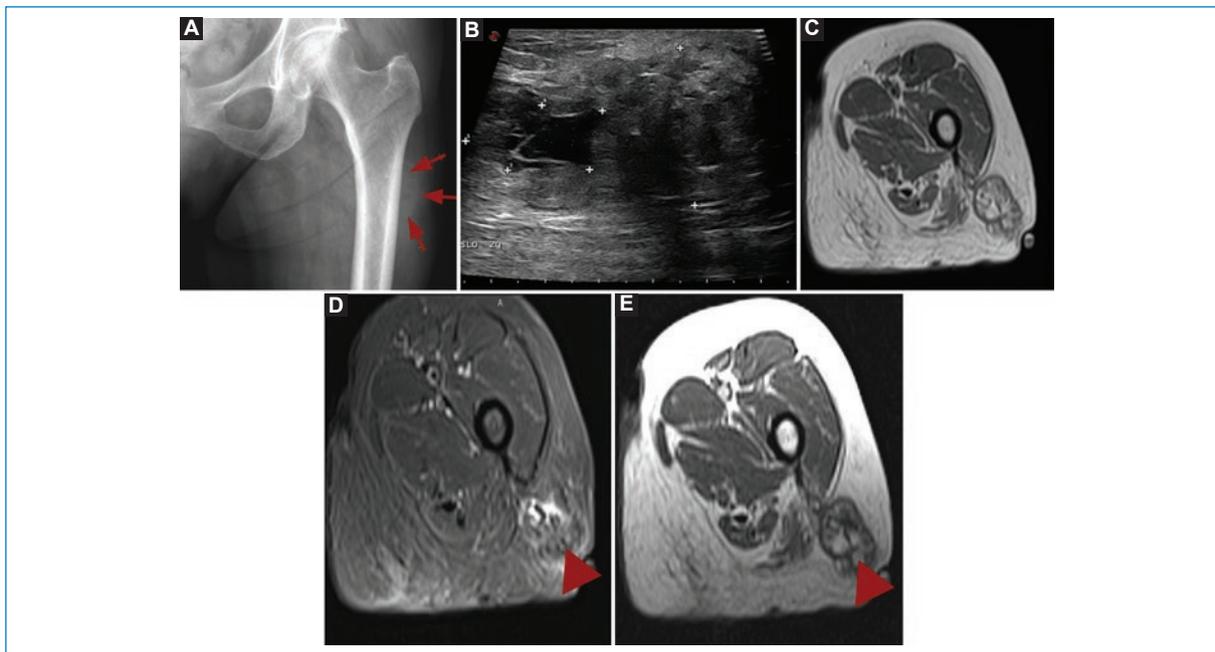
Mujer de 73 años con diagnóstico anatomopatológico de esteatonecrosis del muslo izquierdo. A: la radiografía de cadera izquierda evidencia un aumento de radiopacidad de partes blandas del tercio proximal y la región lateral del fémur proximal izquierdo (flechas). B: la ecografía muestra un aumento de ecogenicidad de los lóbulos de grasa con septos indistinguibles que sugieren infiltración hemorrágica. La lesión contiene un espacio hipoeogénico, correspondiente a licuefacción de la grasa, rodeado de un delgado halo hipereogénico que representa la interfase sólido-líquido. C a E: resonancia magnética en cortes axiales ponderados en T1, STIR y T1. D y E: formación de señal adiposa heterogénea, con anillo periférico hipointenso que corresponde a cápsula fibrosa y focos hipointensos en su interior interpretados como posibles restos hemosiderínicos, calcio o fibrosis (punta de flecha).
